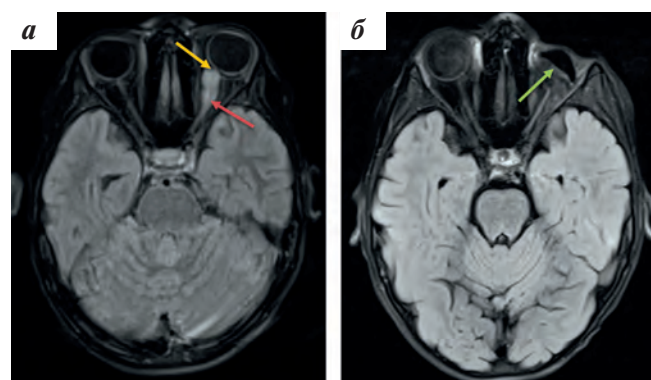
МРТ в последовательности T2 FLAIR в аксиальной проекции: а — внутриорбитальная часть зрительного нерва неравномерно утолщена до 9 мм (красная стрелка), левое глазное яблоко смещено и деформировано по заднему полюсу (оранжевая стрелка); б — состояние после удаления левого глазного яблока, в орбите определяется протез (зеленая стрелка), через 1 мес после окончания программного лечения опухолевых изменений не выявлено
